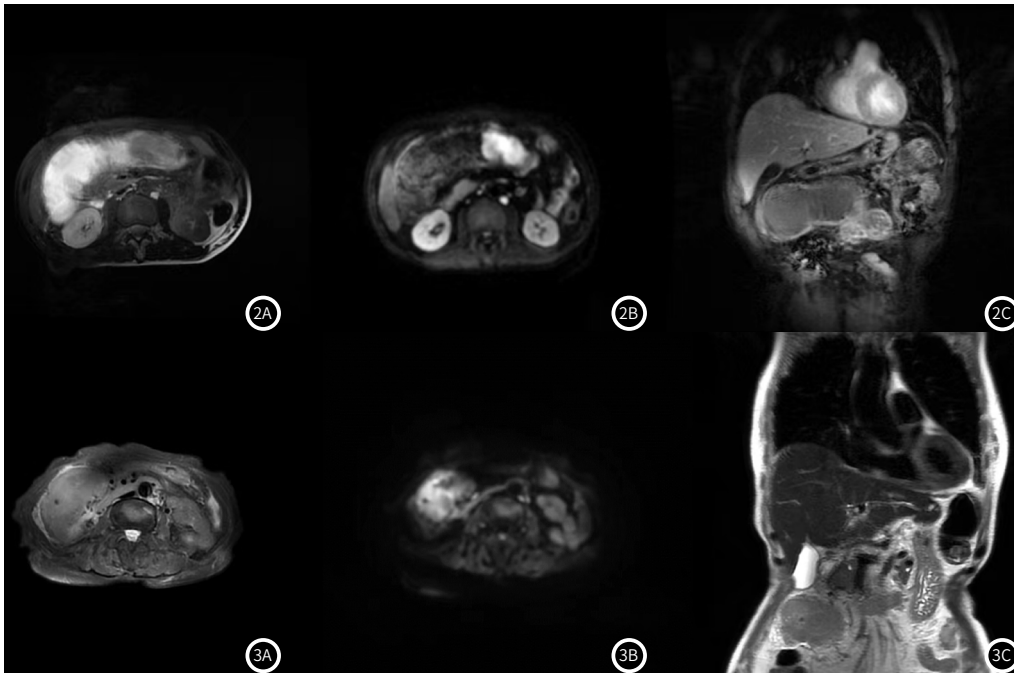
横结肠癌MRI图像。2A:轴位T2WI, 2B:轴位DWI, 2C:增强扫描冠状位LAVA。
